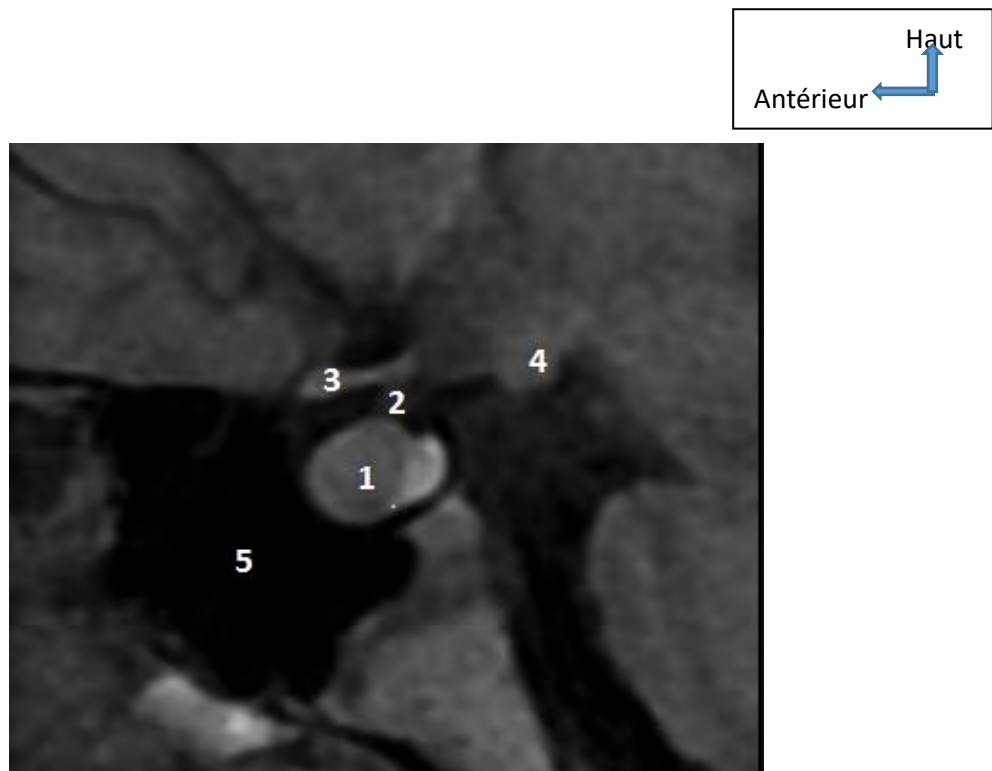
IRM Coupe sagittale encéphale passant par l'hypophyse
